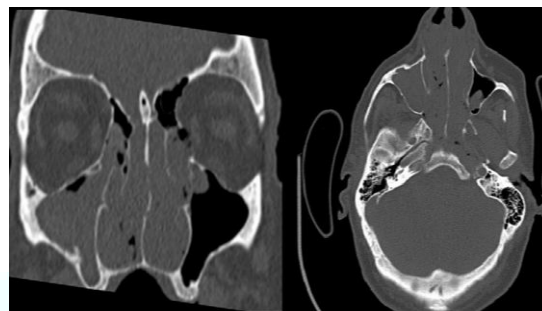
Síndrome de Woakes. Imagen de TAC
